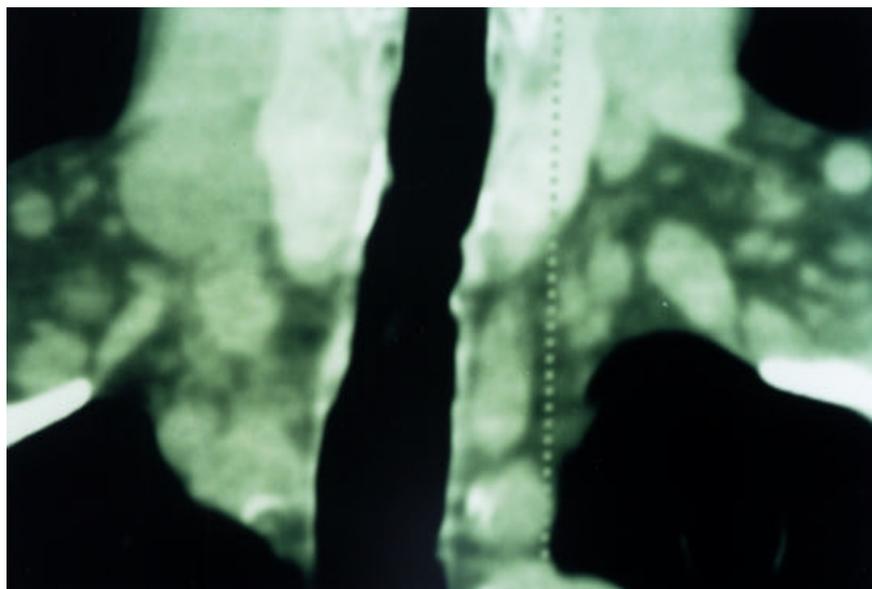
CT traquéia normal após 24 meses pós Laser.
